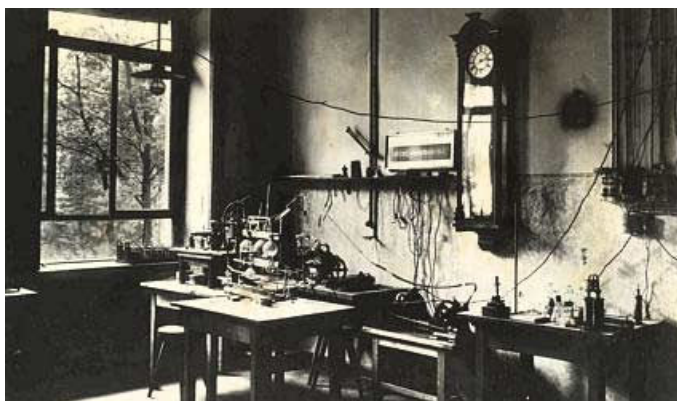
O laboratório de Wilhelm Conrad Röntgen na Universidade de Würzburg, Bavária [5]
